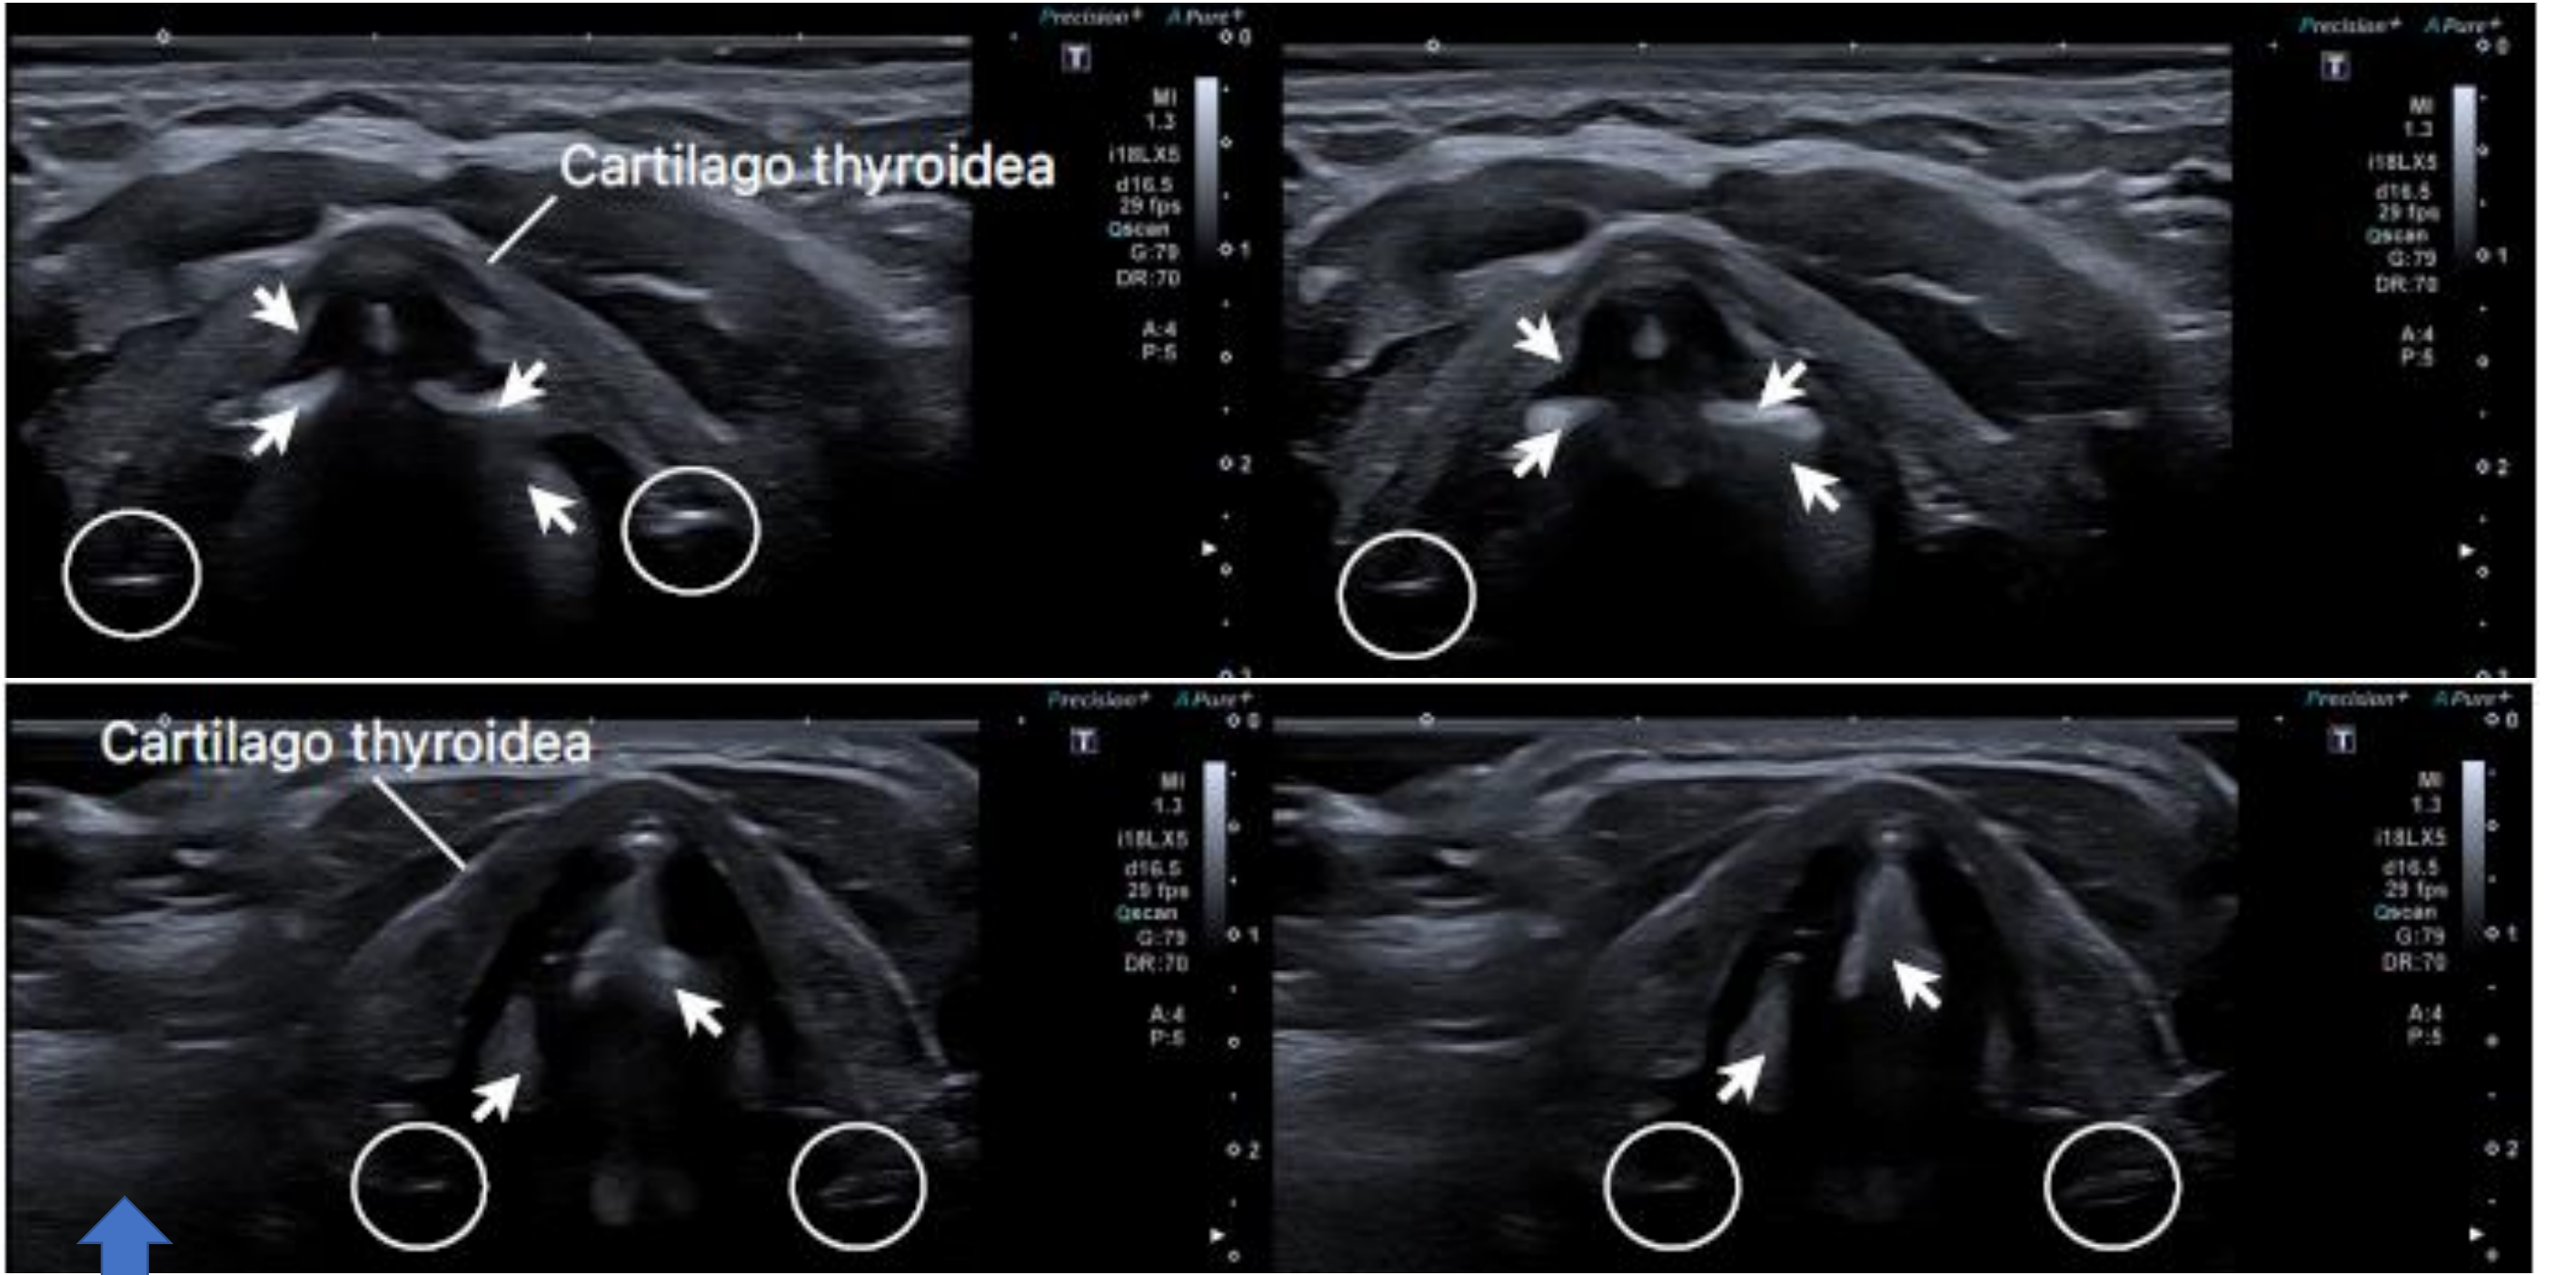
transversale B-Mode-Sonografie der laryngealen Tongeneratoren (weiße Pfeile: Stimm lippen-Taschenfalten-Komplex; weiße Kreise: Aryhöcker); oben: Proband 2; unten: Proband 3
